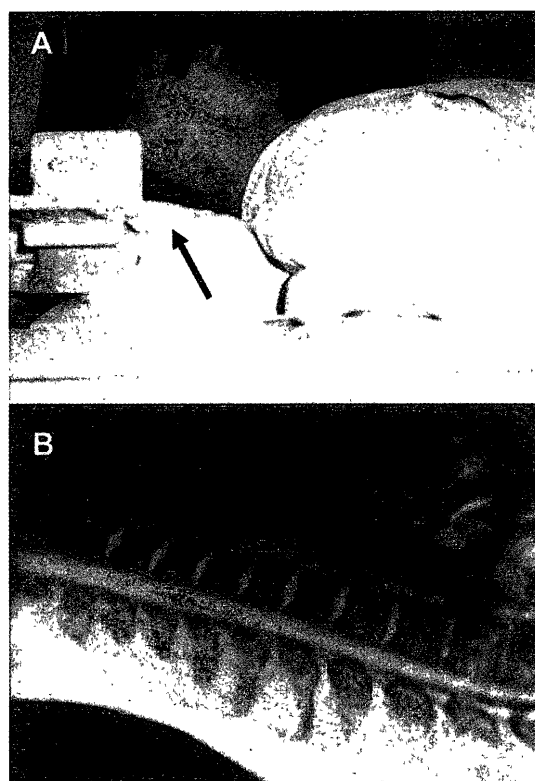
MRI撮像体位; A後頭部に薄い枕を挿入 (矢印) することにより、頸椎の生理的前弯を除去。Bの位置決め画像の如く頸椎アライメントをストレートにする。
